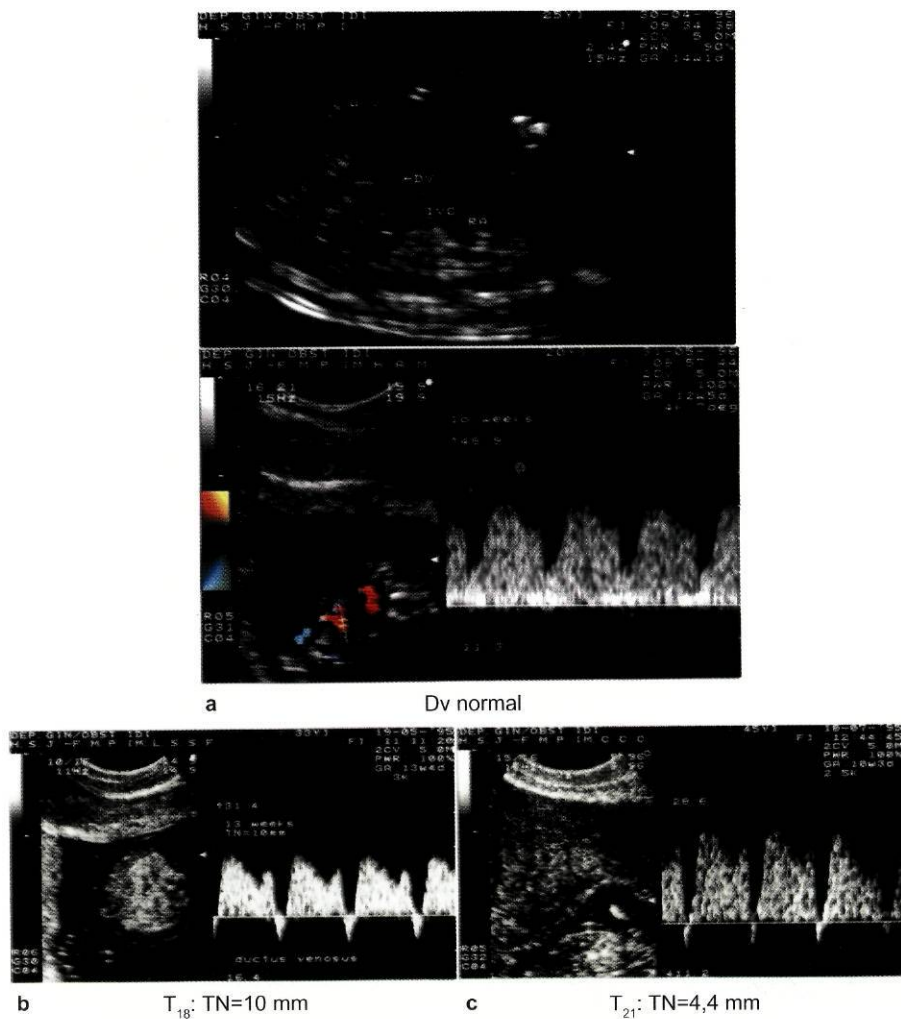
a) Retorno venoso exemplificado por modo B num feto com 14 semanas (UV- veia umbilical; DV- ducto venoso; IVC- veia cava inferior; RA- aurícula direita) e onda de fluxo obtida por Doppler pulsado no ducto venoso de um feto com 12 semanas, evidenciando um padrão de características normais com fluxo anterógrado durante a contracção auricular (imagem superior); b) Onda de fluxo obtida por Doppler pulsado no ducto venoso de um feto com trissomia 18 (TN= 10 mm) às 13 semanas e c) num feto com trissomia 21 (TN= 4,4 mm) às 10 semanas de gestação, mostrando um padrão anormal durante a contracção auricular (onda A com fluxo invertido) em ambos os casos.
